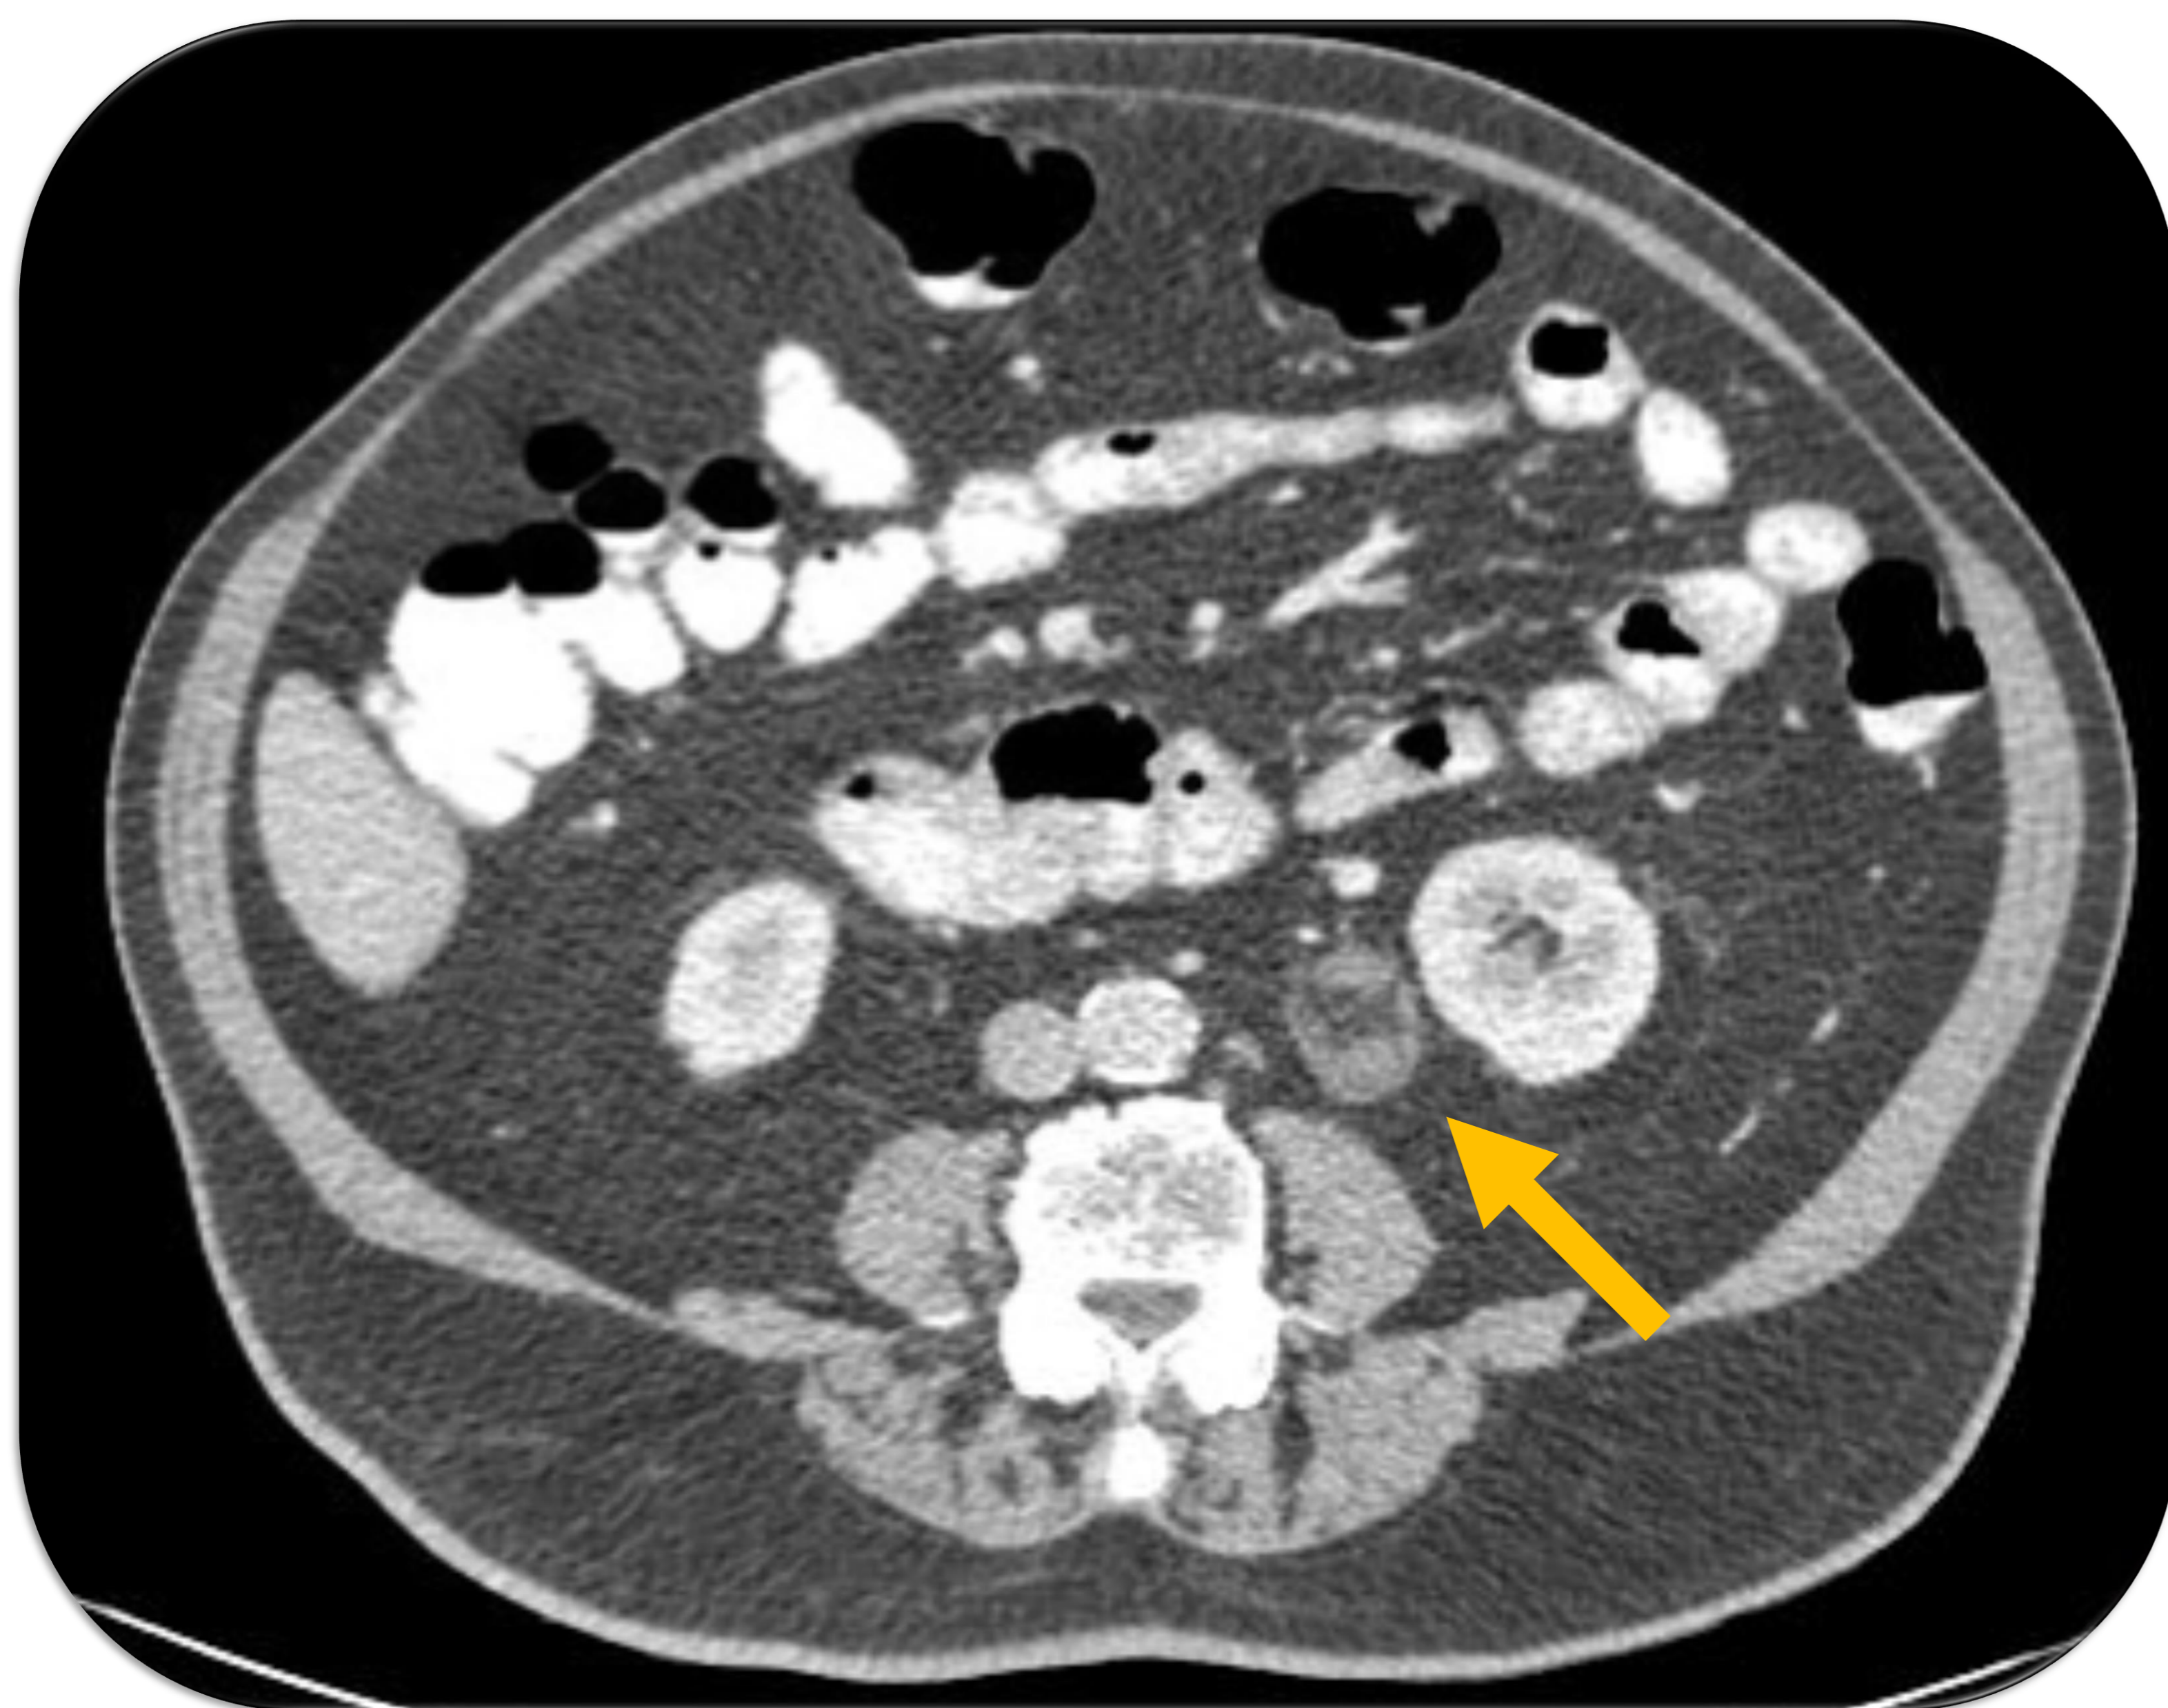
y 7 (TC abdominal con CIV en fase portal):
